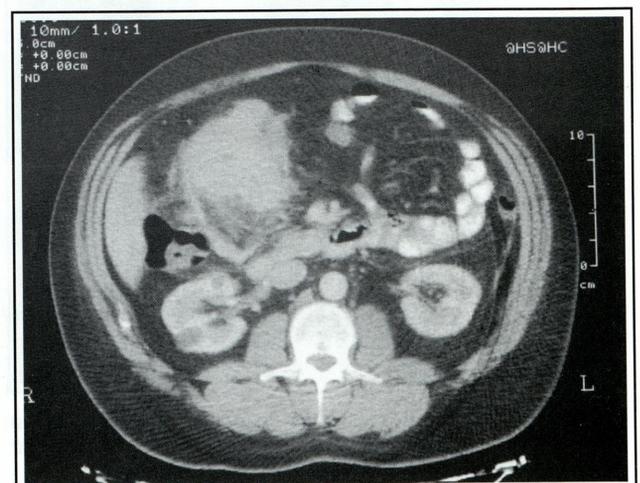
TAC abdominal. Gran tumoración de densidad de partes blandas localizada en hipocondrio derecho.
